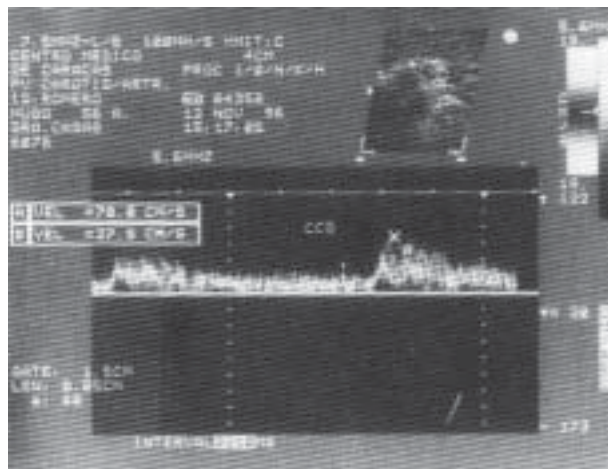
El examen con Doppler (duplex) muestra la permeabilidad de la prótesis de dacron (noviembre 1996).
